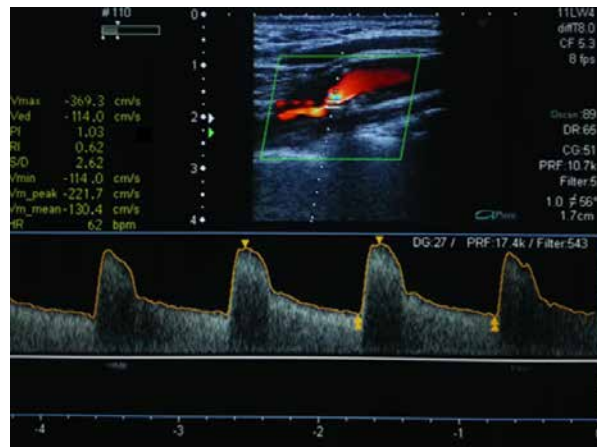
Ecografie carotidiană
